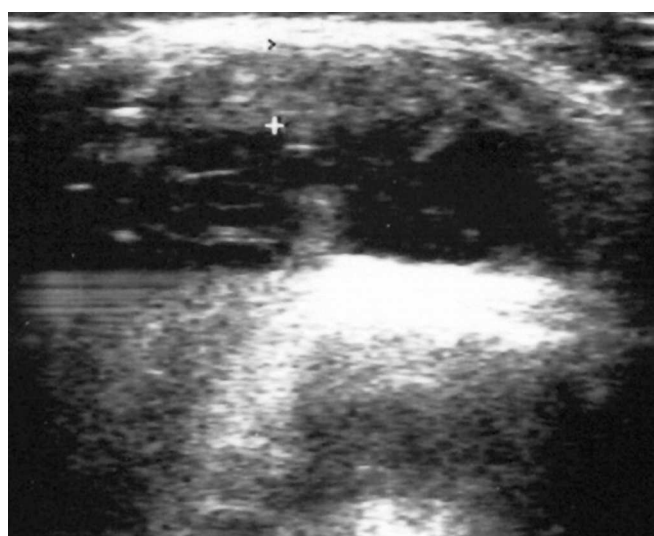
УЗИ коленного сустава перед введением тромболитика.
